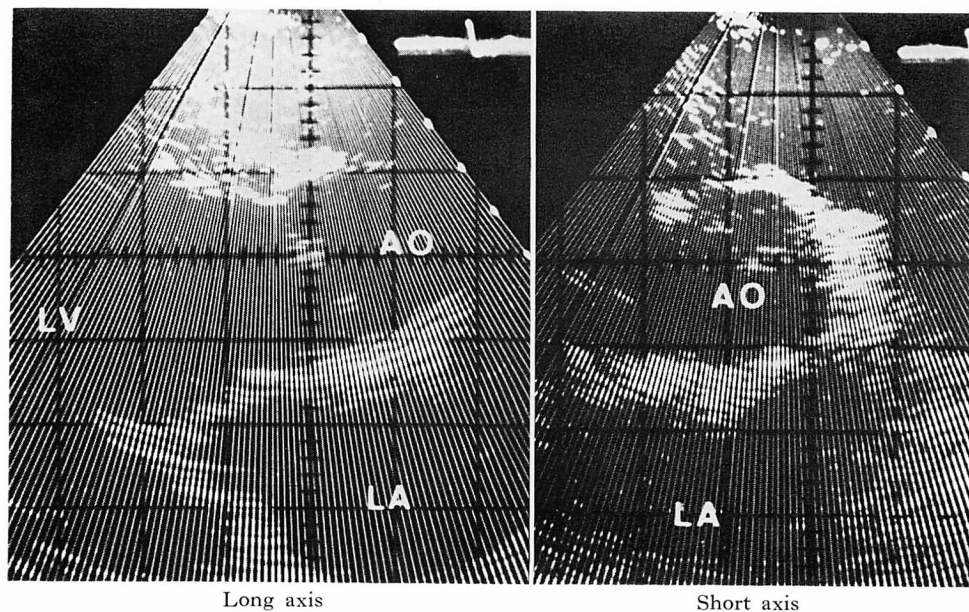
Echocardiograms of a 47-year-old man with non-rheumatic aortic regurgitation.
